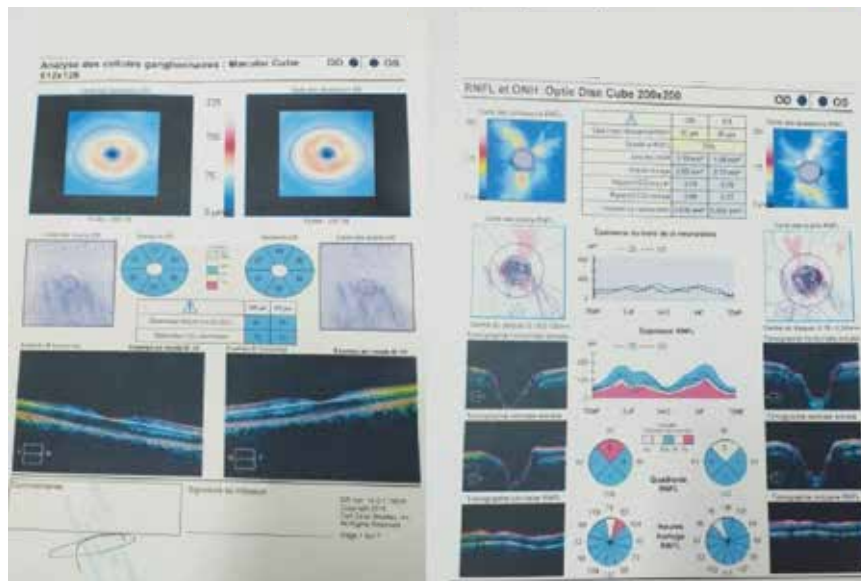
Tomographie par cohérence optique (OCT) : mesure de l'épaisseur des fibres nerveuses rétiniennes (RNFL) et du complexe maculaire cellulaire ganglionnaire (GCC).
